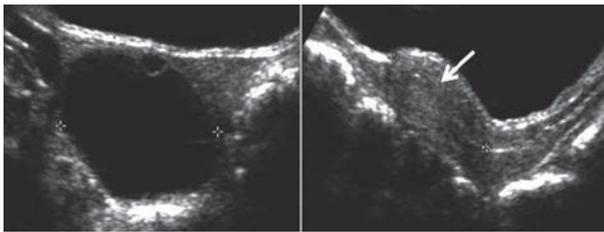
Niña de 14 años con dolor agudo en fosa ilíaca derecha, se sospecha apendicitis aguda, el US descarta apendicitis y muestra lesión "sólida" en ovario derecho. La imagen no muestra flujo al Doppler color, se sospecha quiste ovárico hemorrágico. En control de 20 días la imagen evoluciona a un quiste simple lo que confirma que se trataba de un quiste hemorrágico con contenido hemático fresco.
